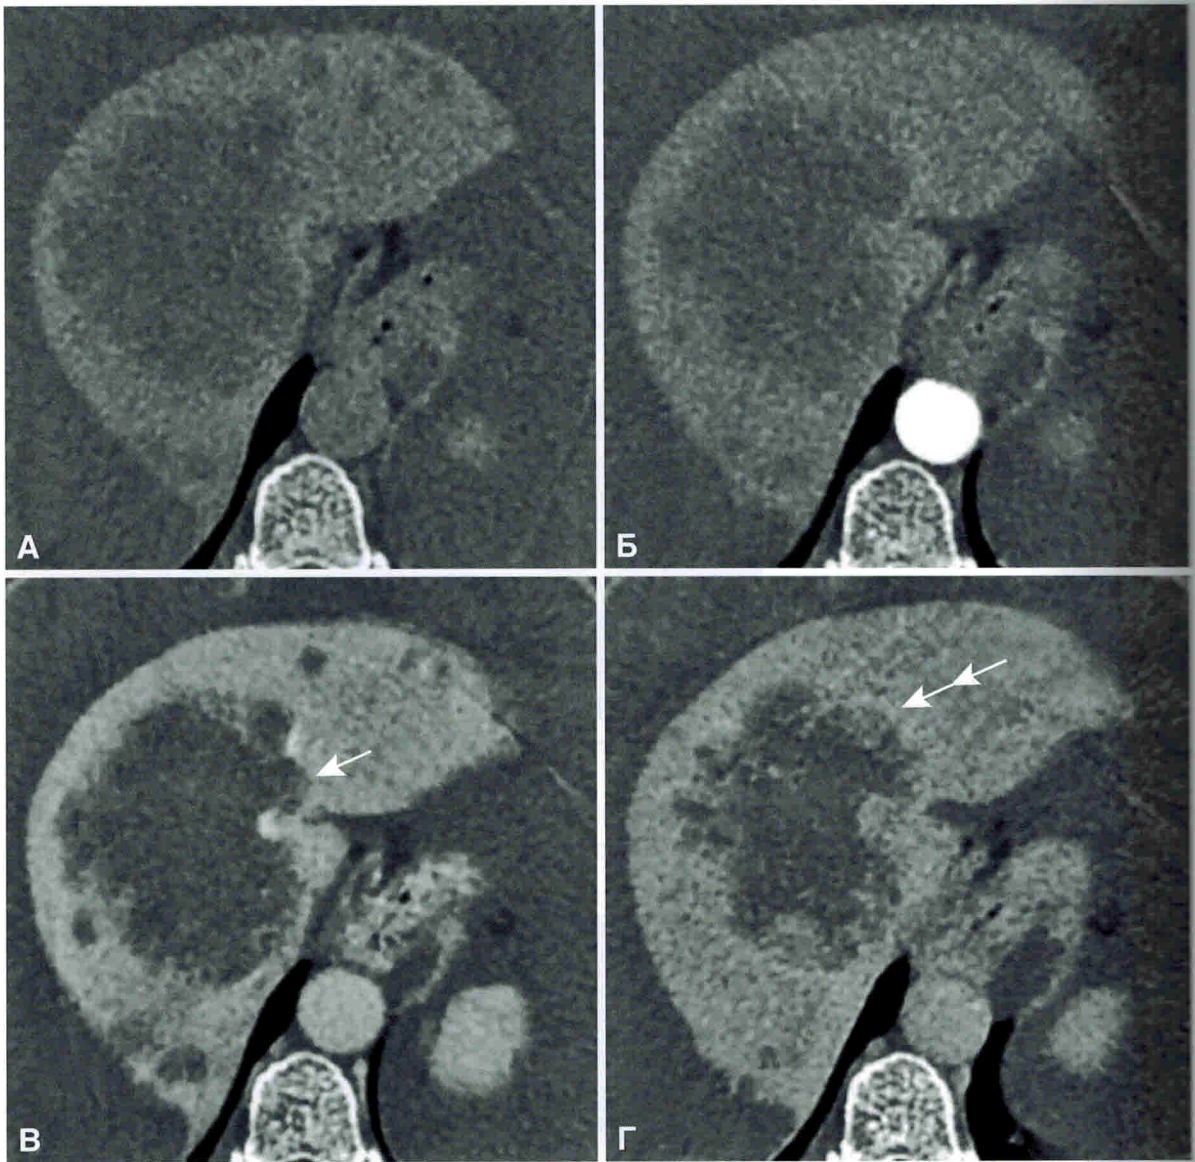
Внутрипеченочная холангиокарцинома, объемобразующий вариант роста. Фрагмент компьютерной томограммы в аксиальной проекции. А — нативное исследование, Б — артериальная фаза контрастирования, В — паренхиматозная фаза контрастирования, Г — отсроченная фаза контрастирования. Опухоль с множеством сателлитов имеет бугристый контур (стрелка). Начало контрастирования периферии опухоли в отсроченную фазу (двойная стрелка).
